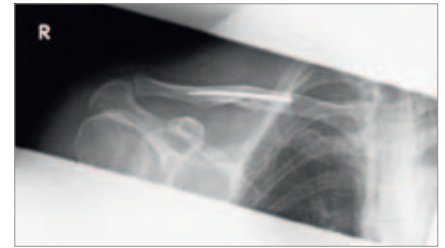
Postoperatives Röntgen
